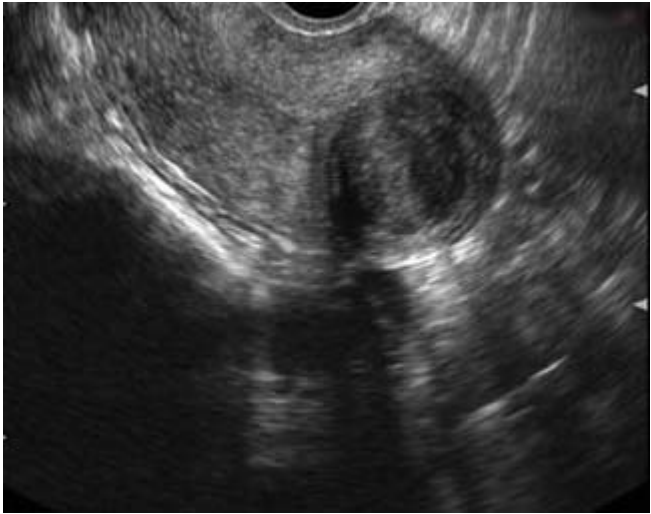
Mioma intramural en ecografía 2D
